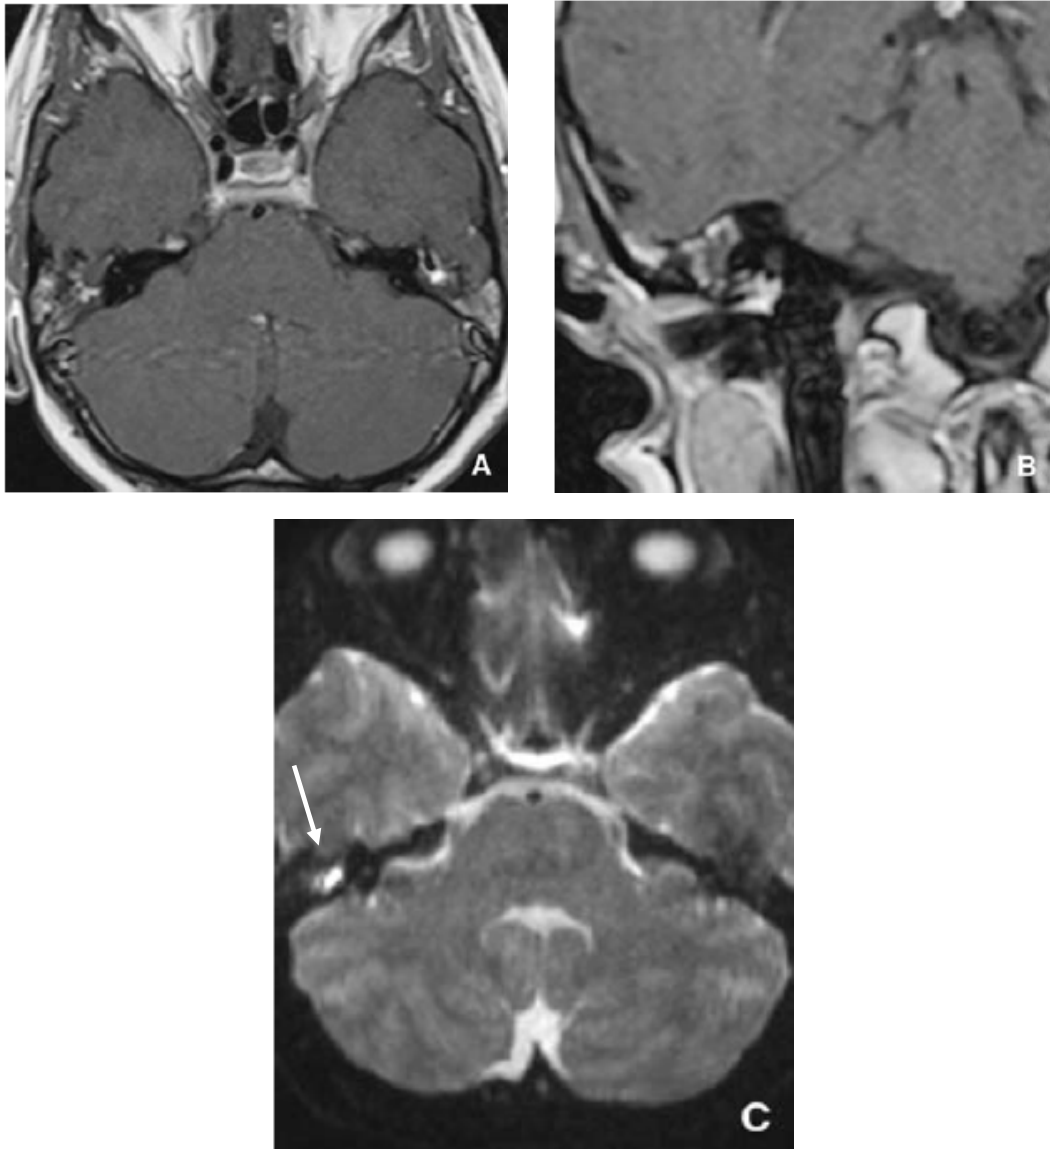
Cholestéatome typique en IRM [C].
